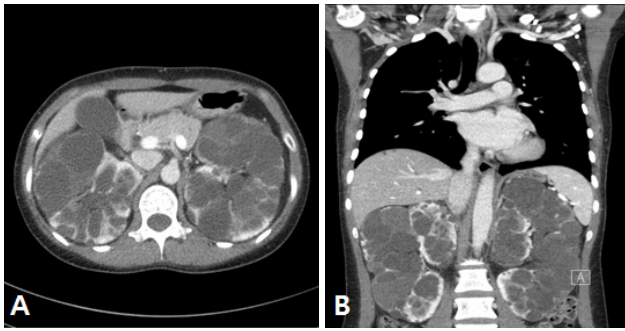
Computed-tomography (CT) scans during the first visit. CT shows that both kidneys have polycystics. (A) Horizontal view, (B) Coronal view.
